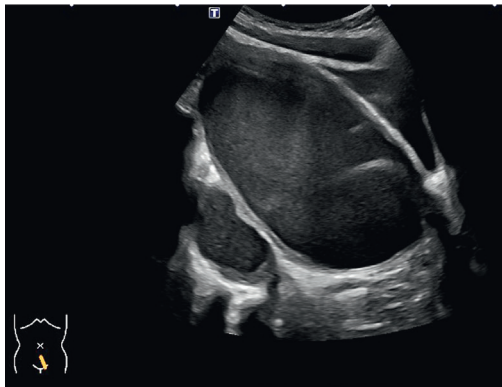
Sonografie eines Hämatokolpos bei OHVIRA-Syndrom (Foto: R. Hürlimann)
